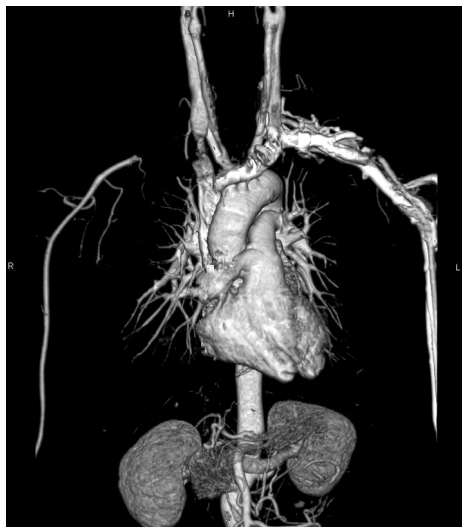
Preoperative angio computed tomography shows the discontinuous subclavian artery under the fracture site.
